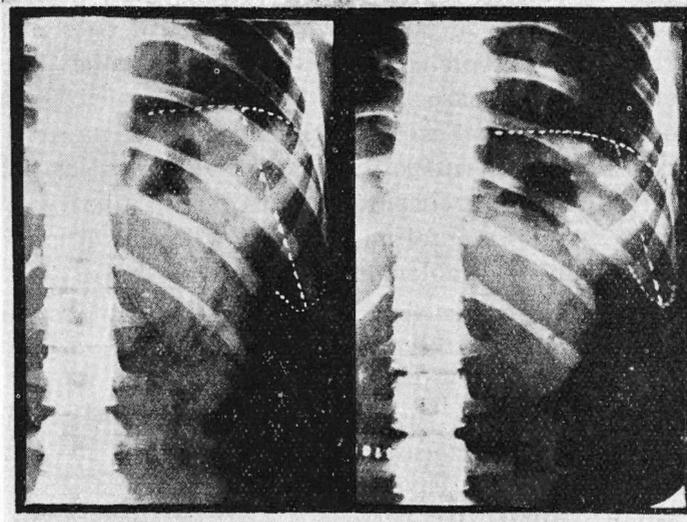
Radiografías de hipocondrio izquierdo. Se señala el área esplénica y su disminución luego de la inyección de 1 mgr. de adrenalina s/c.
